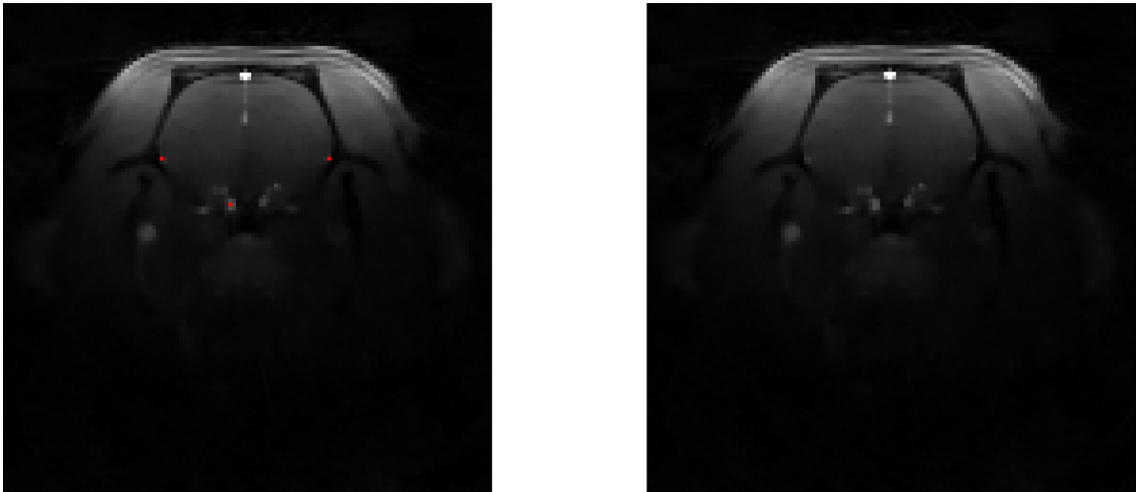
Snímek z pátého řezu DCE-MRI datasetu AMCAO14 po automatické detekci arteriálních voxelů proložením bi-exponenciálním modelem zobrazený vedle odpovídajícího snímku DCE-MRI bez detekce. Červená barva zde odpovídá vybraným voxelům.
